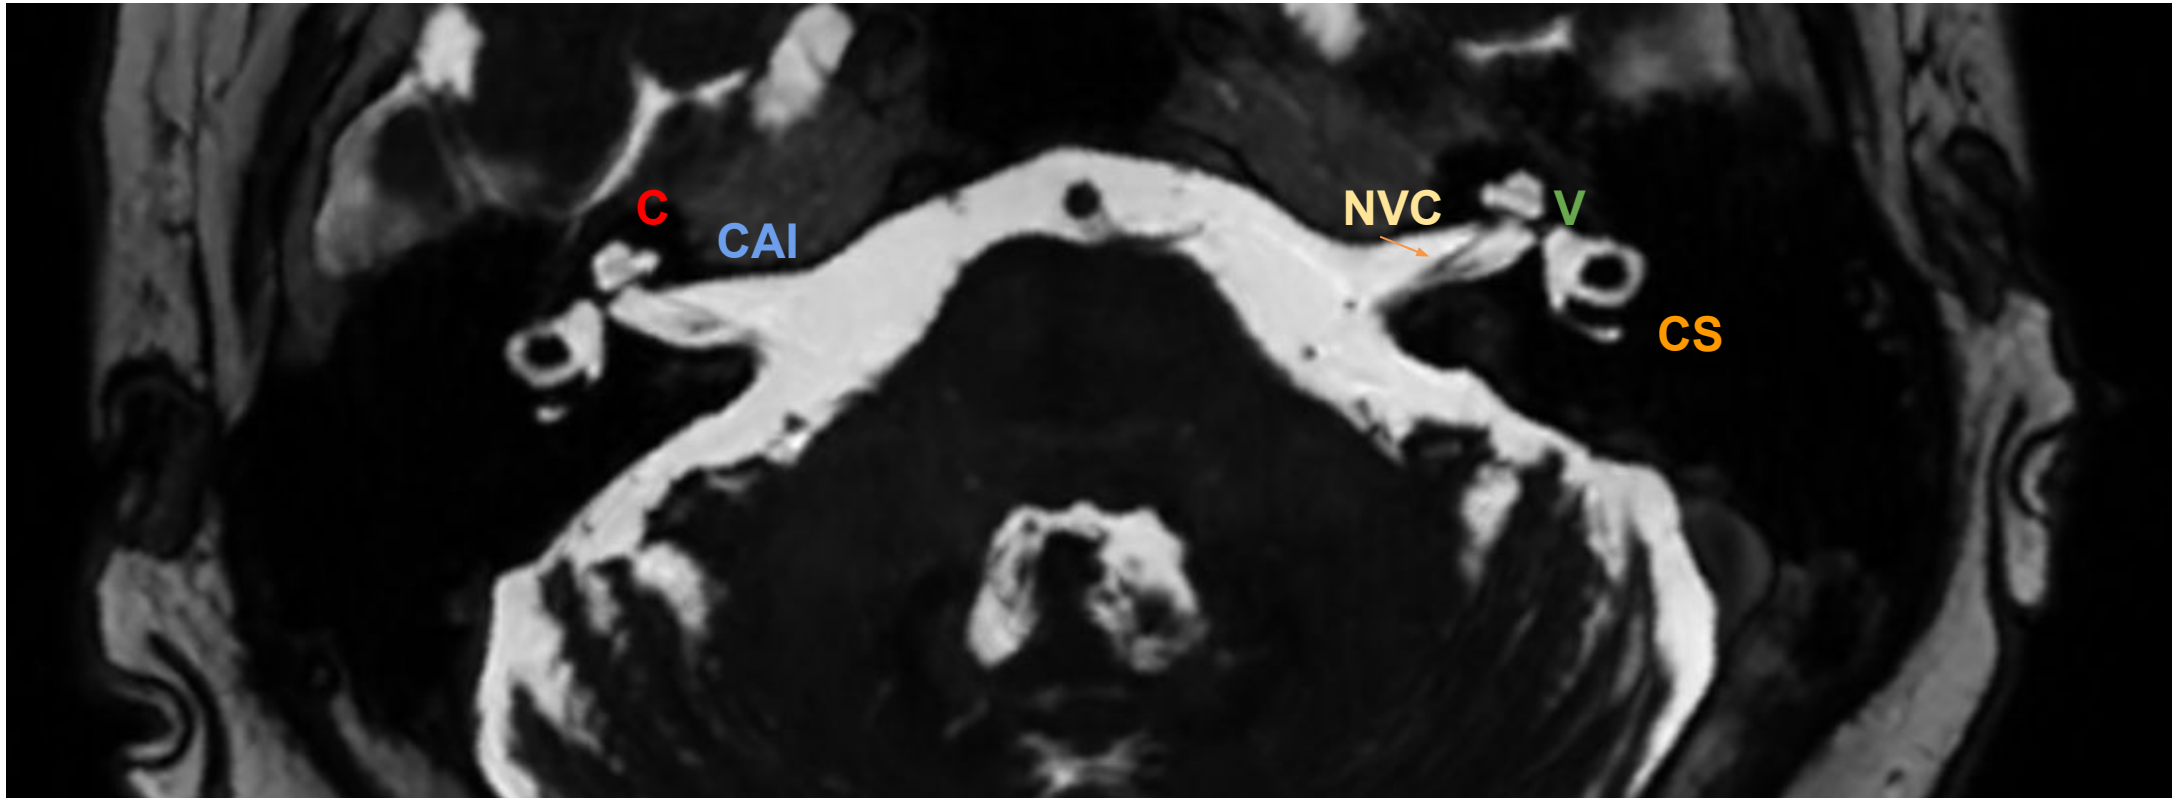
RM secuencia 3D FSE isotrópica en cortes axiales con reconstrucción MIP. C: Cóclea. V: Vestíbulo. CS: Conductos semicirculares. CAI: Conducto auditivo interno. NVC: Nervio vestibulococlear.
